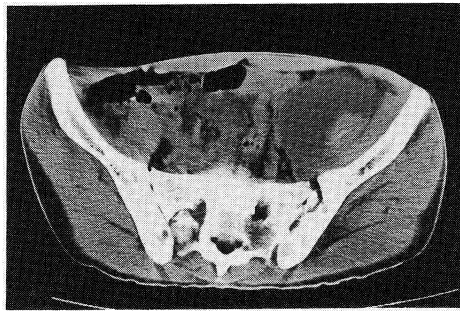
b 骨盤腔の CT では後腹膜から左鼠径部に連続する流注膿瘍を認めた。
